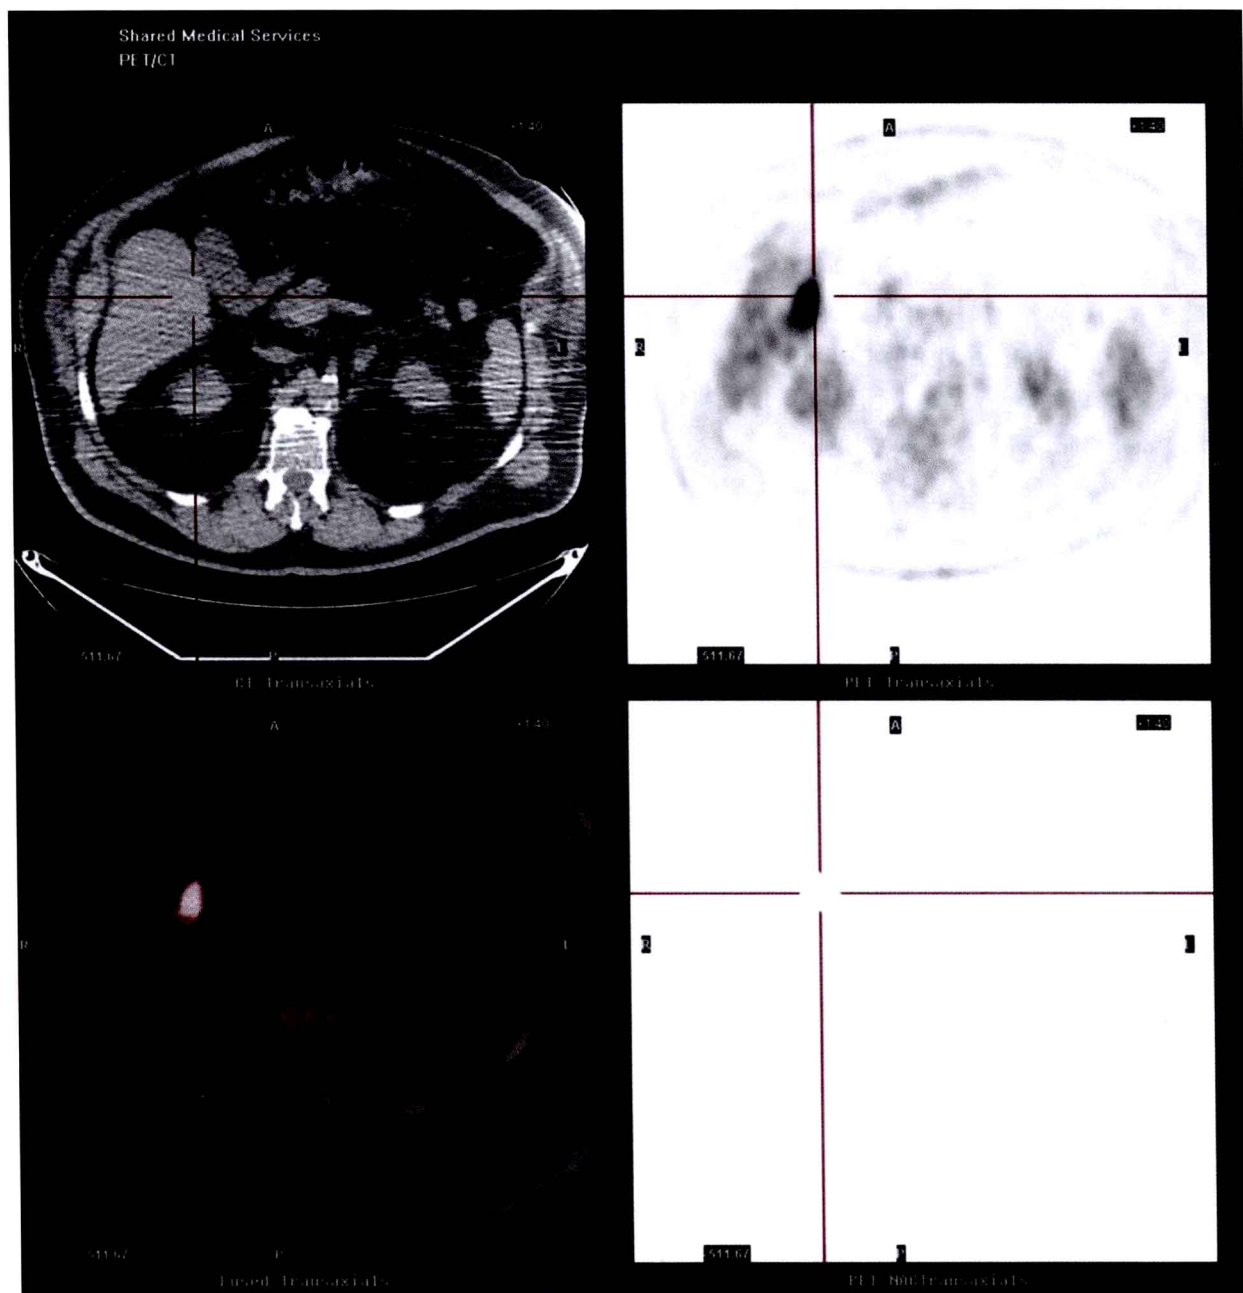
复合图像提供了 PET 融合 CT 的一系列有代表性的横断面图像。右上角的 PET 图像用于衡量葡萄糖的代谢状况；反映活跃的区域，如癌症生长活跃的区域与周围组织相比呈黑色。左上角的 CT 图像有更好的分辨率和对比度，因此肝、肾、脊柱等结构均清晰可见。右下角的图像代表的是 PET NAC 图像，对于衡量皮肤损伤很有帮助。左下角，PET 与 CT 图像融合，提供两者的信息，PET/CT，其中定位线与 4 幅图像均有关。这是一个 65 岁白人男性，肝内的高葡萄糖代谢表明是代谢性疾病，原发病灶在结肠。
